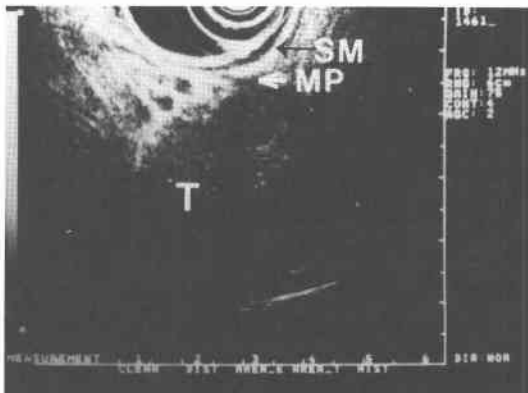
Endoscopic ultrasonography showed hypoechoic and relatively homogeneous tumor (T) in the 4th layer (MP). SM: submucosal layer (the 3rd layer) MP: muscularis propria (the 4th layer)
